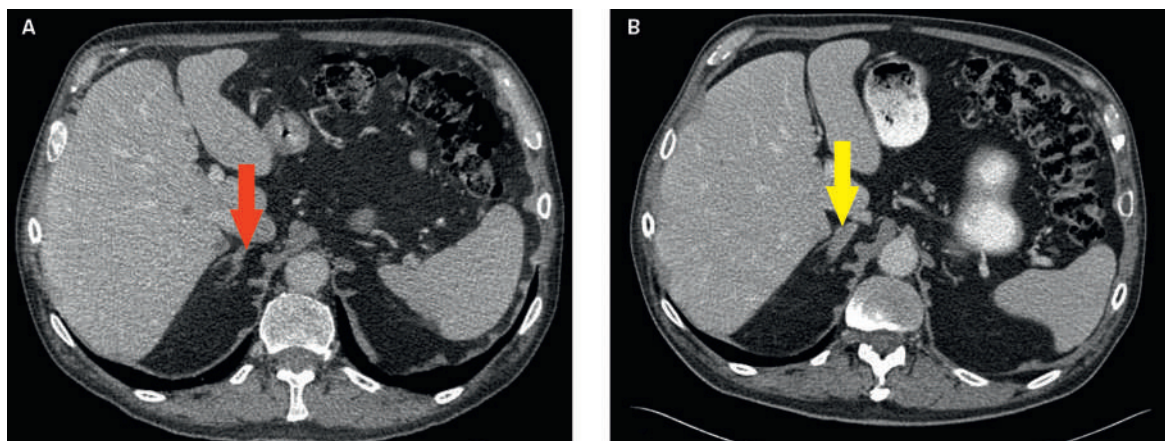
Adrenitis unter Ipilimumab. A: CT mit normal konfigurierter rechte Nebenniere vor Therapiebeginn (Pfeil). B: Aufgetriebener medialer Schenkel der rechten Nebenniere unter Immuntherapie (Pfeil).
